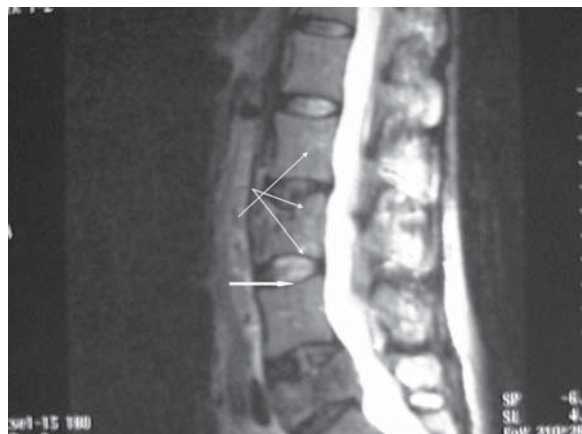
А. Фрагмент МР-томограммы пояснично-крестцового отдела позвоночника у больной З., 48 лет, прооперированной по поводу опухоли матки с экстирпацией яичников. Сагиттальный срез. Метастазы в тела позвонков LII, LIII, LV (стрелки). Компрессионный перелом тела L5 с сужением канала спинного мозга, деформацией дурального мешка (большая стрелка).
